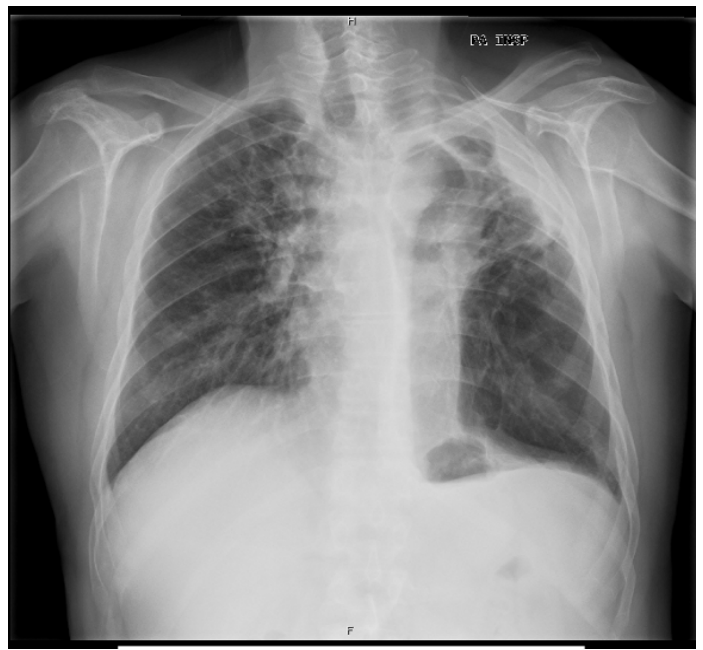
Telerradiografia do tórax em 29/10/2014: melhoria radiológica significativa em termos comparativos com o exame inicial (fig 3.1)
